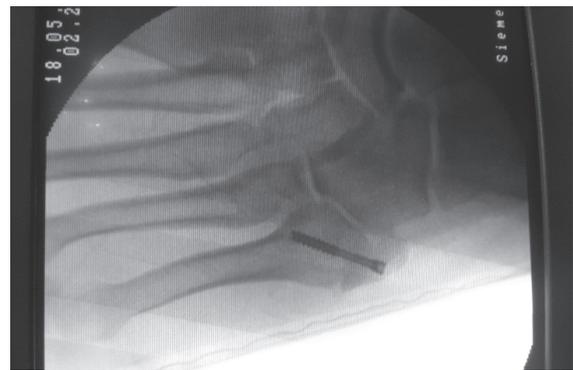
Postoperative radiograph showing the arthrodesis and correct placement of the screw.
